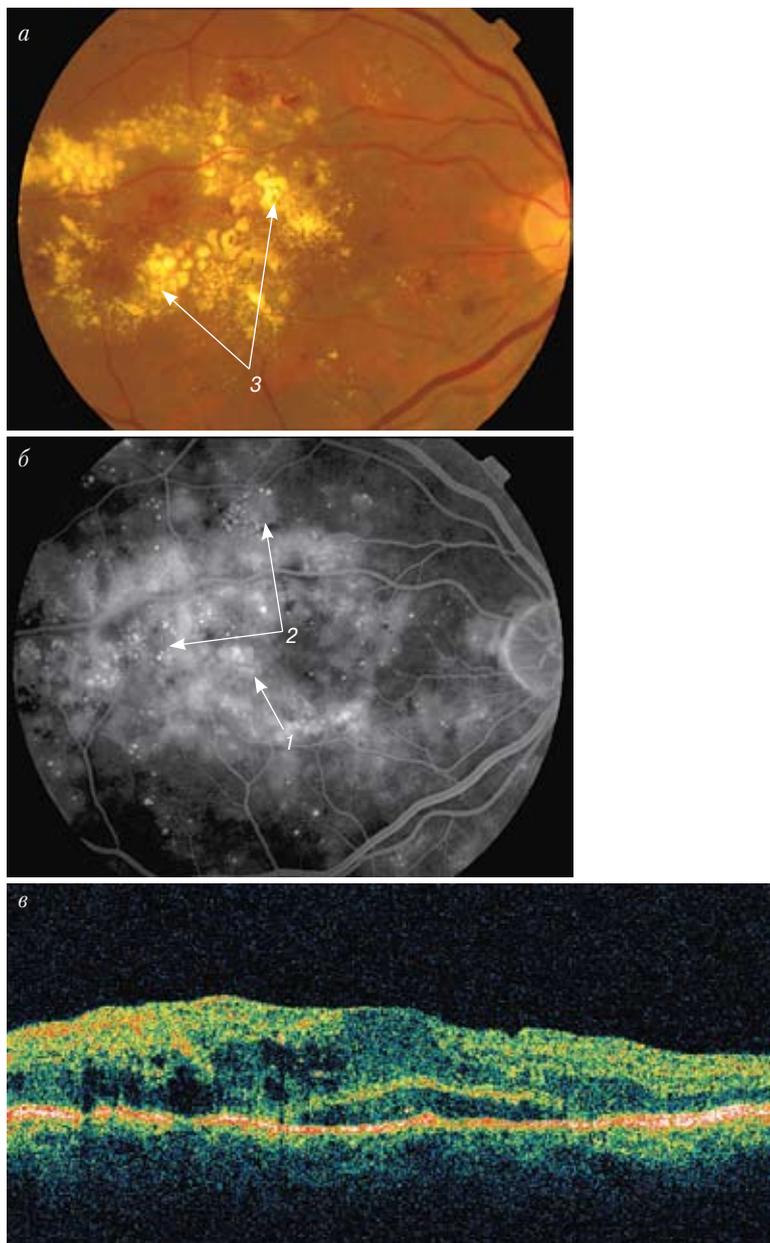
Цветная фотография (а), флюоресцентная ангиограмма (б) и томограмма (в) макулярной области. Видны отек сетчатки с кистозными изменениями (1), микроаневризмы (2) и отложения «твердых» экссудатов (3)
